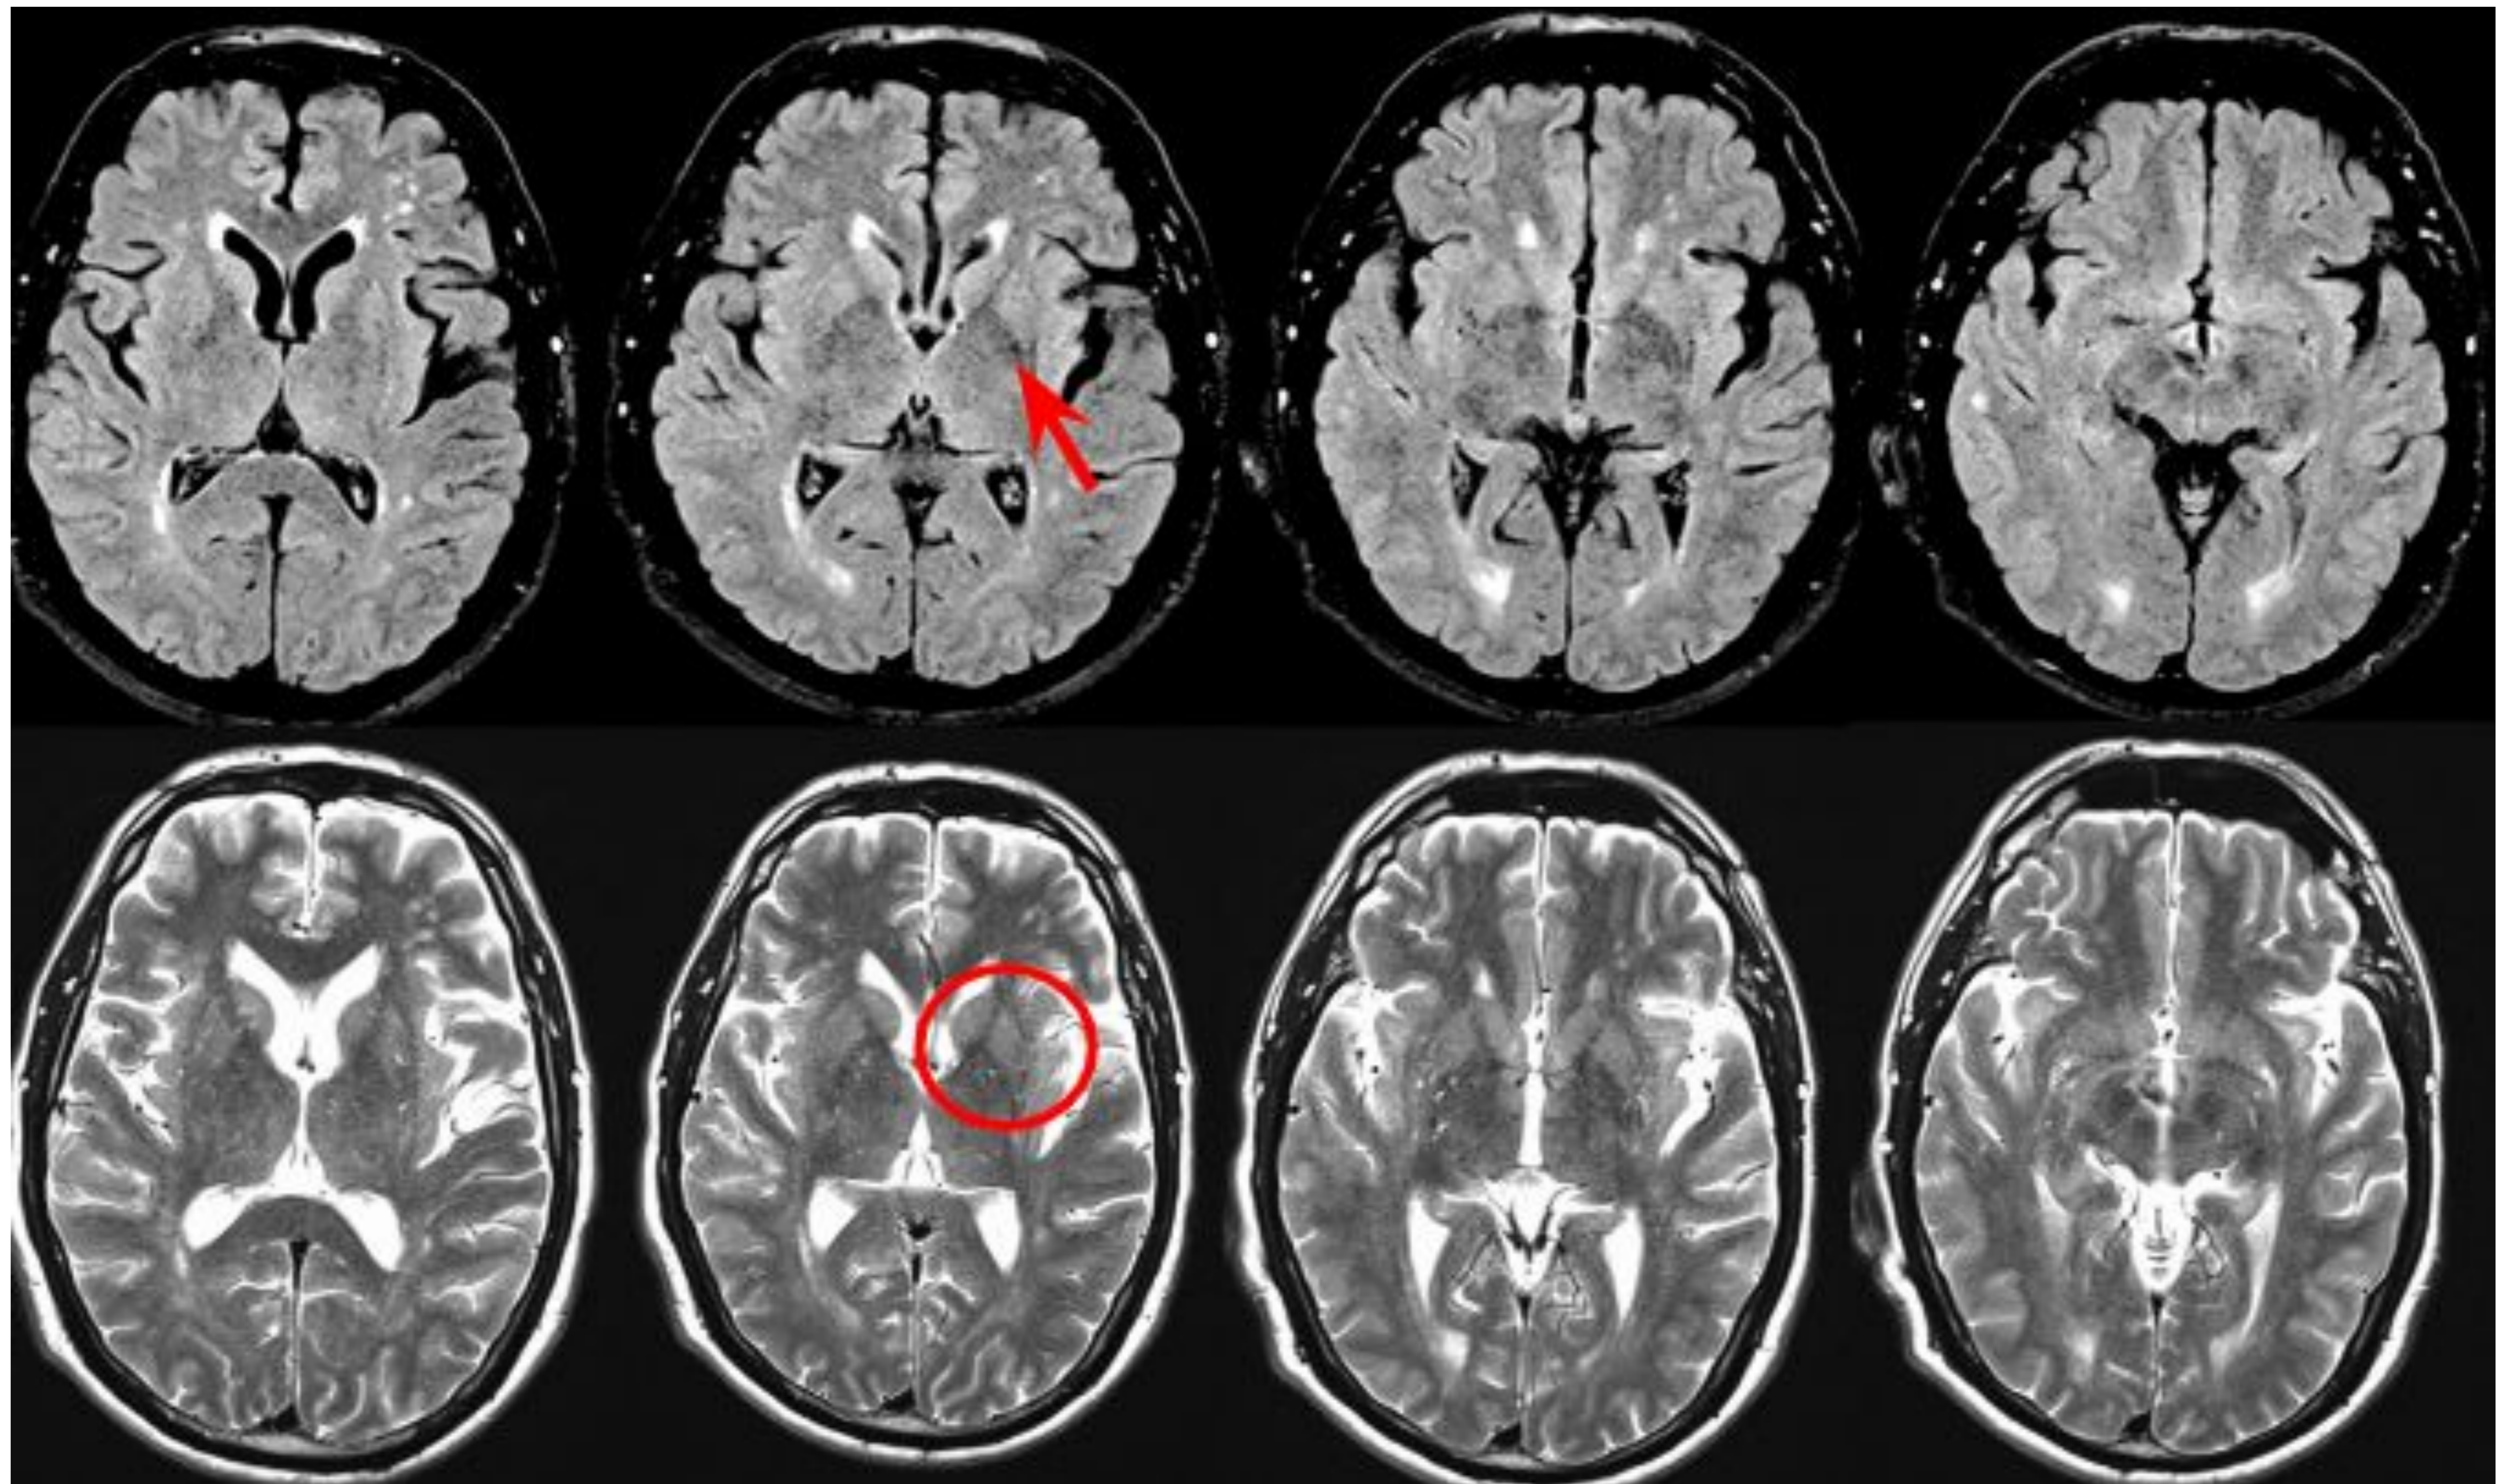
Paciente de 65 años con atrofia multisistémica variante parkinsoniana. Fila superior: Secuencias potenciadas en T2-FLAIR plano axial. Fila inferior Secuencias potenciadas en T2 plano axial. Ligerá asimetría entre ambos putámenes condicionada por un tamaño más pequeño del izquierdo (círculo), que presenta un halo hipointenso periférico (flecha).
